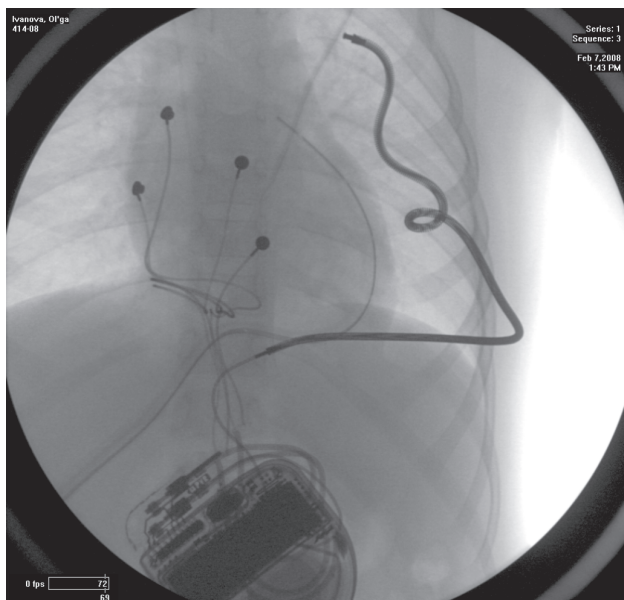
Рентгеновский стоп-кадр, иллюстрирующий позиции электродов у больной 2,5 лет с имплантированным ИКД с экстракардиальным (подкожным) расположением шокового электрода
